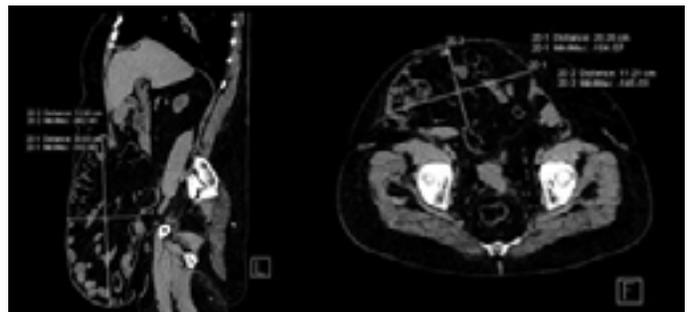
а., 2 б. МСКТ до операции, с указанием размеров грыжи
